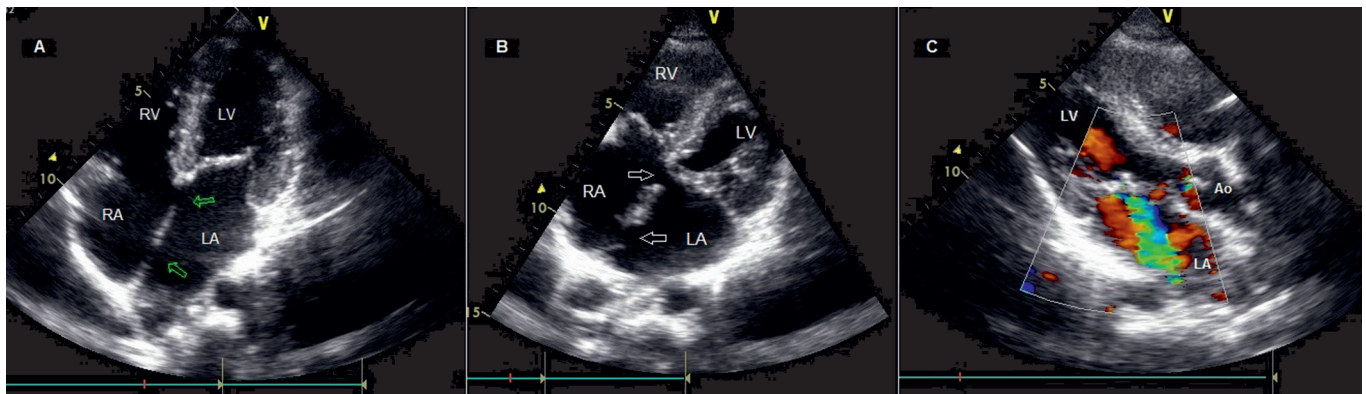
and 1B: Transthoracic echocardiography (TTE) revealing ostium primum ve secundum defects (arrows) 1C: TTE showing mitral regurgitation
